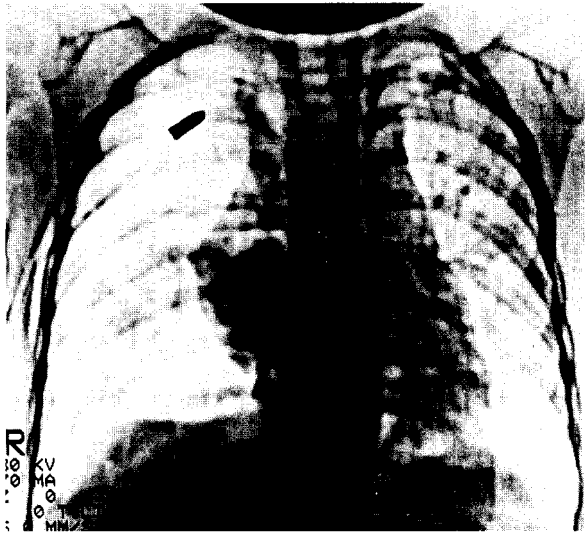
Chest CT taken shortly after injury reveals complete interruption of right main bronchus (arrow).
